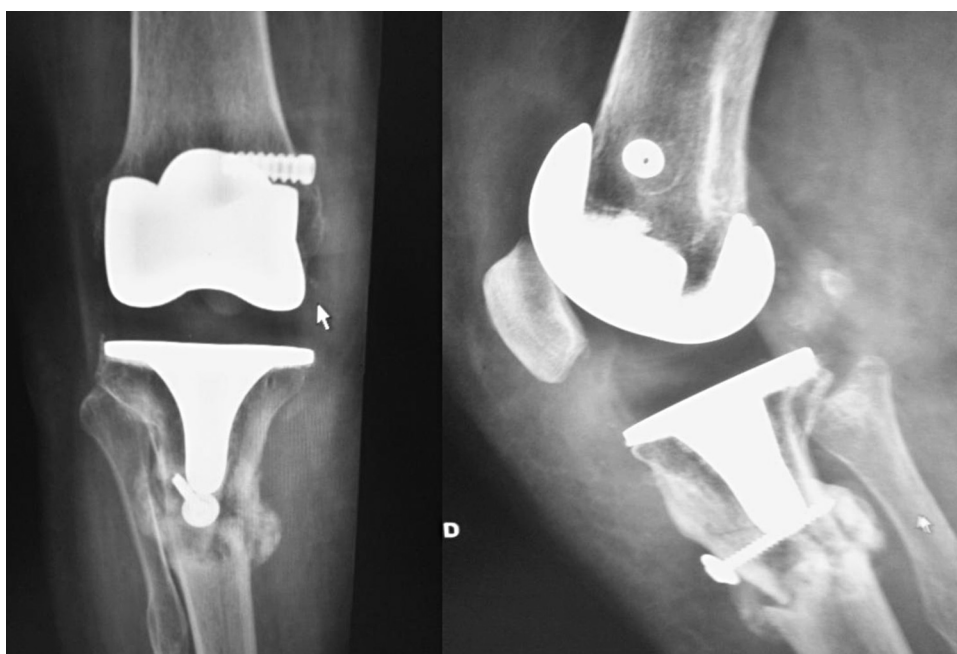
Radiografias de frente e de perfil que mostram fratura periprotética com sinais iniciais de consolidação.
